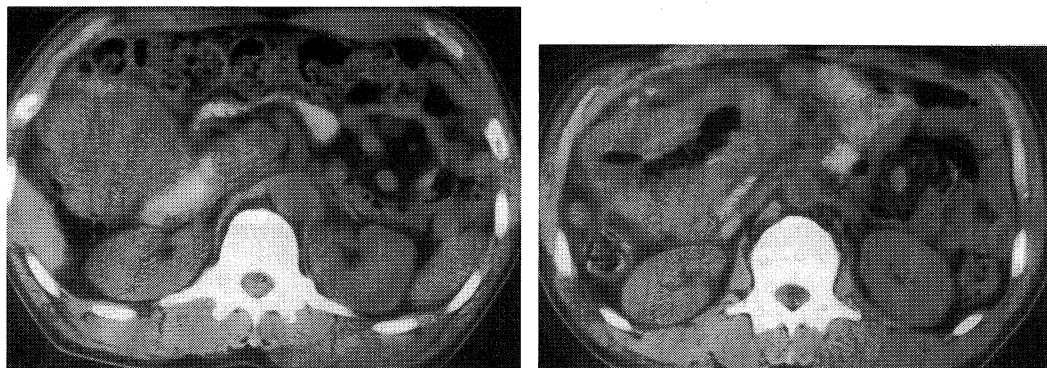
Computed tomography showed a mass with an irregular wall and an apparent air-fluid level.
